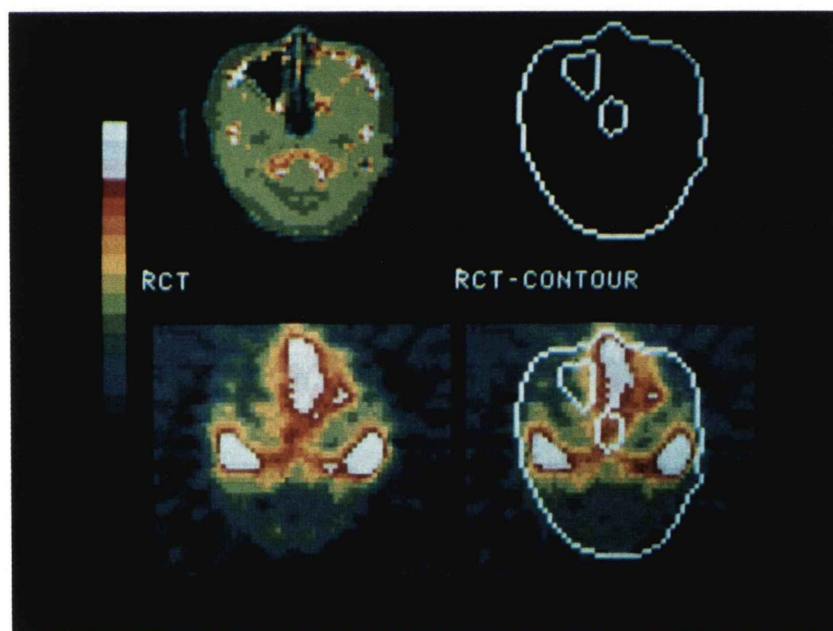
Converted X-ray CT, delineated contour, ECT and ECT drawn body contour of a patient with maxillary sinus carcinoma are shown. Marked abnormal accumulation is seen in the portion corresponding to the left maxillary sinus filled with the tumor.
